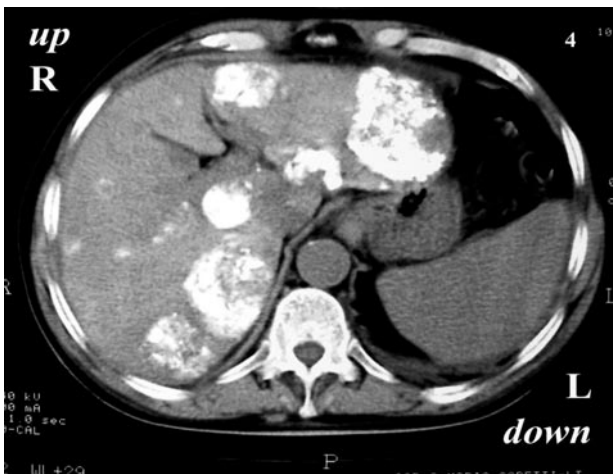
TC: controllo dopo trattamento di chemio-embolizzazione prossimale dell'arteria epatica propria (gennaio 2000).
